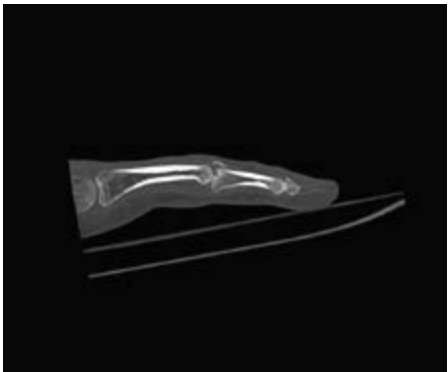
Cone-beam-CT einer instabilen Luxationsfraktur des Fingermittelgelenks mit palmarer Subluxation
